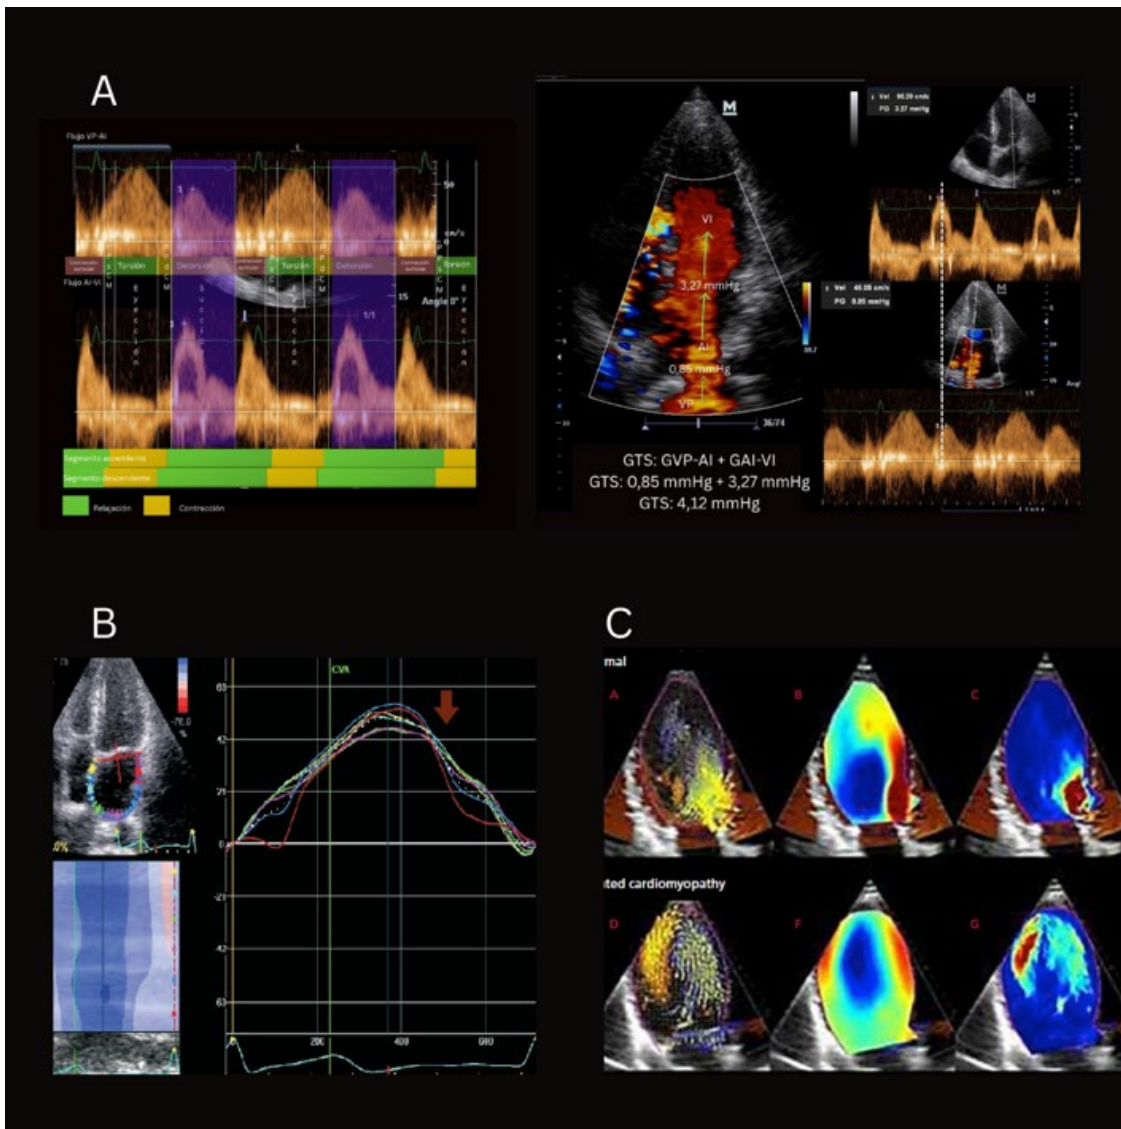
fenómenos mecánicos e hidrodinámica de la succión: A) vista ecocardiográfica apical de 4 cámaras: flujo de Vp a AI y de AI a VI. B) Strain de AI en su etapa de conducción (flecha morada). C) Hyperdoppler: mapeo del campo de vectores, que destaca el diferente comportamiento rotacional de los vórtices anterior y posterior. Los paneles de la derecha proporcionan representaciones de mapas de energía cinética. Vea la diferencia en la distribución de vórtices y energía disipada entre los sujetos normales (C) y los portadores de miocardiopatía dilatada (G). Elaboración propia en base a (7,8).
